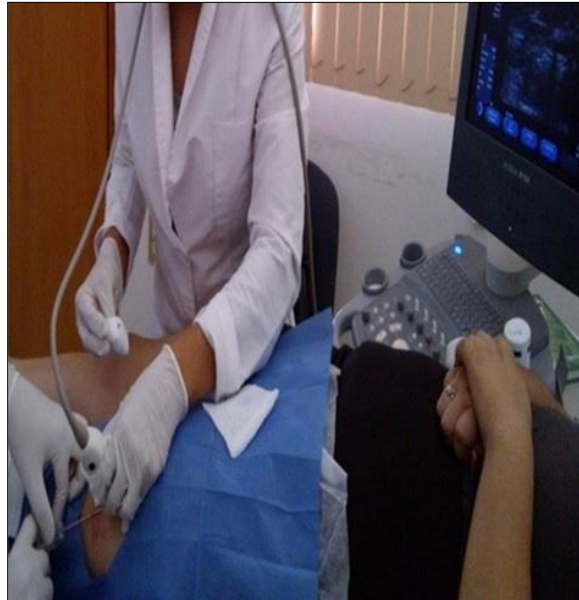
Biopsia del músculo vasto lateral guiada por ultrasonido. Toma de muestra utilizando aguja Trucut 14 G (Gauge) de diámetro x 11 cm de longitud; teniendo una imagen clara de la zona deseada, se introduce la aguja hasta alcanzar la masa muscular.
